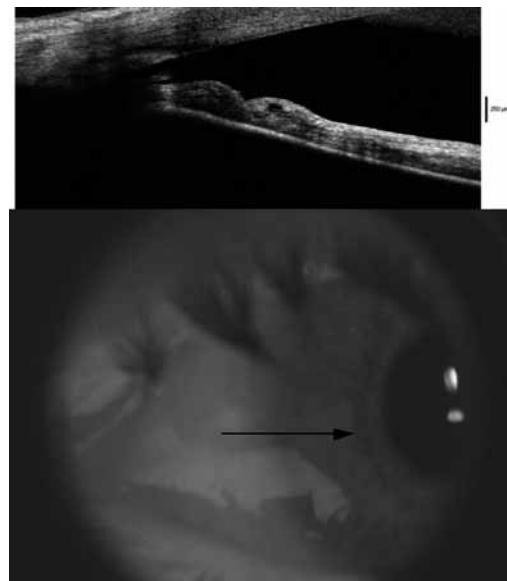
En la tomografía de coherencia óptica también es visible la porción que está en la CA.
